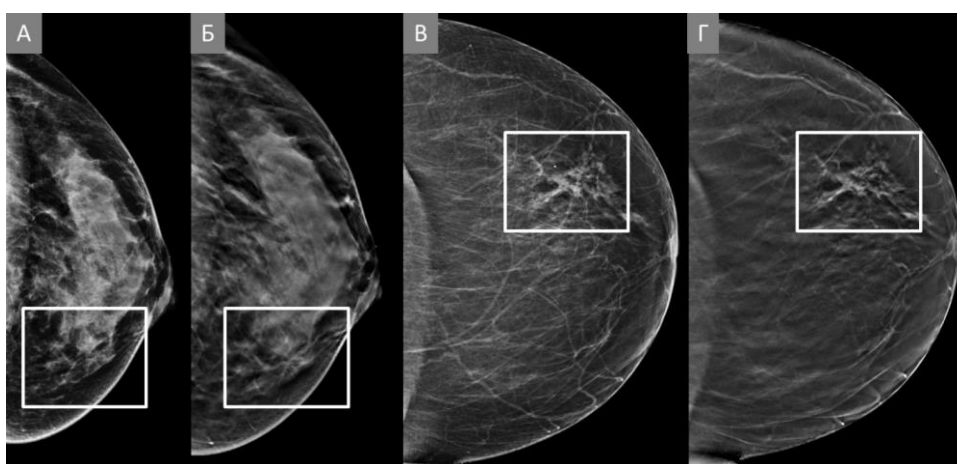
Пацієнтки id: 58906 (А, Б) та id: 42831 (В, Г). Деформації архітектоніки у різних квадрантах. (А) Цифрова рентгенівська мамографія з деформацією
